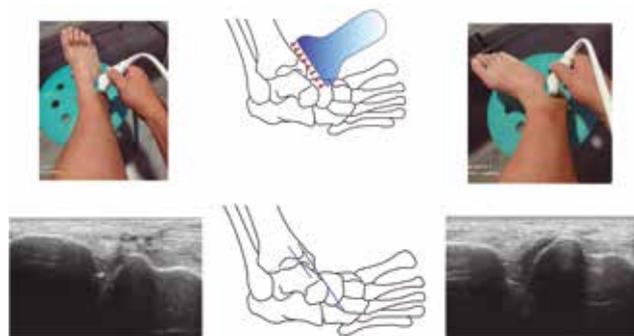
Tomas ecograficas del segmento periastragalino para valorar el nivel de inestabilidad en Choppard
